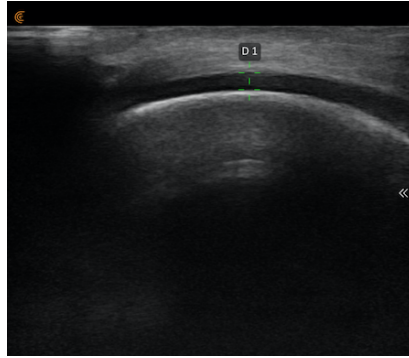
Beispielhaftes Sonogramm des Kniegelenkknorpels.
